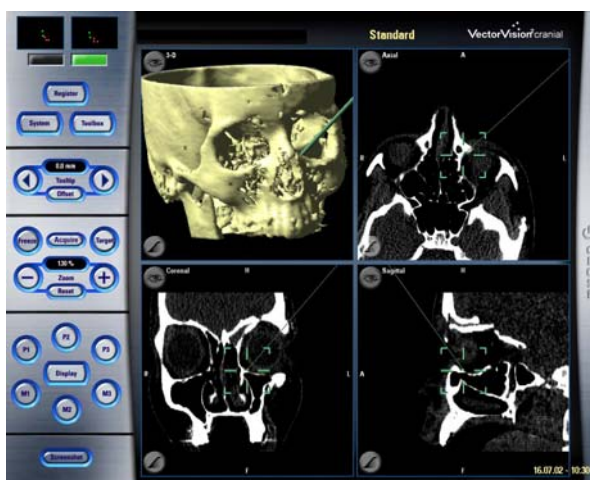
Darstellung der CT-Daten in einem Operationsplanungssystem (Software Brainlab)
